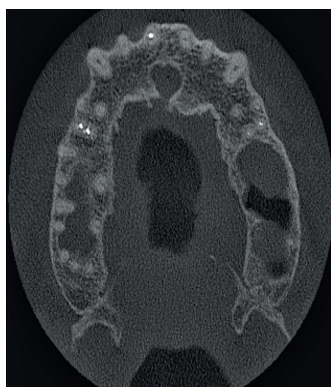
Axiální řez CBCT snímku meziálně od zubu 11. Je viditelné rozšíření nazopalatinálního kanálu, které nemá spojitost se zubem 11
